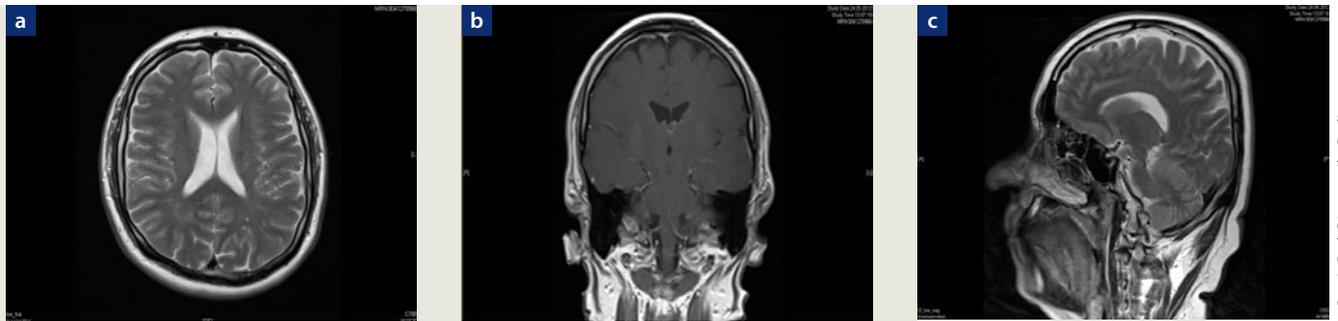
MRT-Kopf (5/2014) (Mit freundlicher Genehmigung der Praxis Radiologische Diagnostik, Kapweg 3 in 13405 Berlin).
